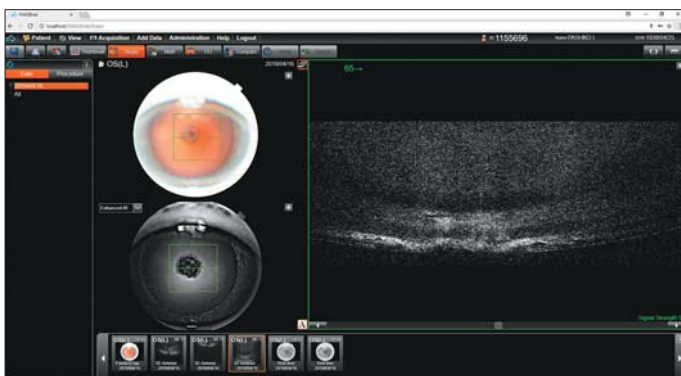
Оптическая когерентная томография. Заднеполярное помутнение хрусталика
